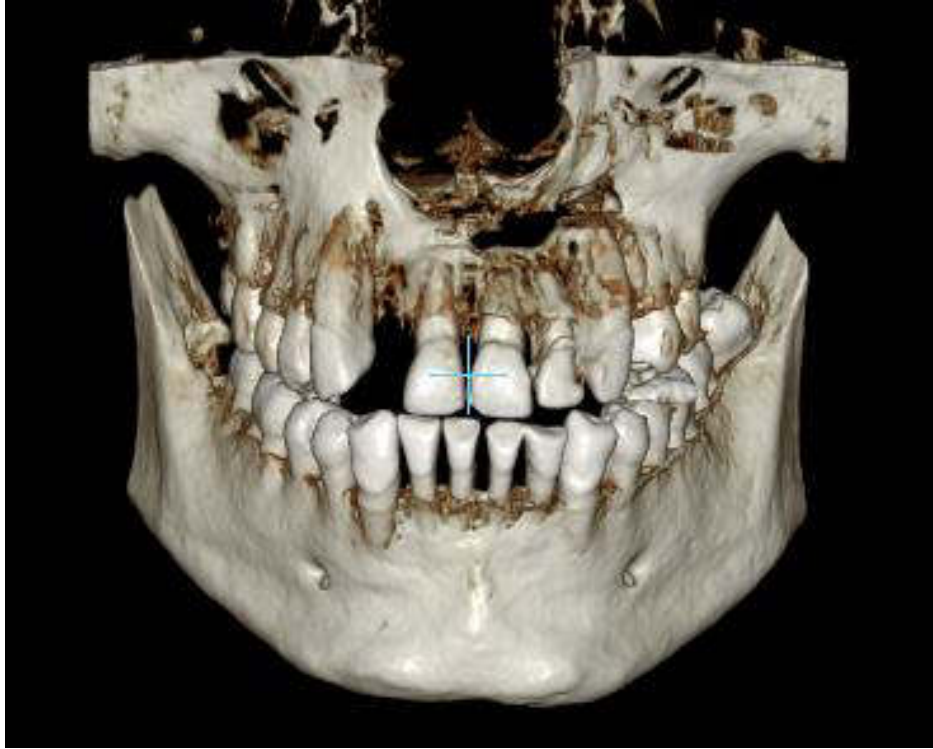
Tomografía de control a los 5 años de piezas (vista en 3D)
